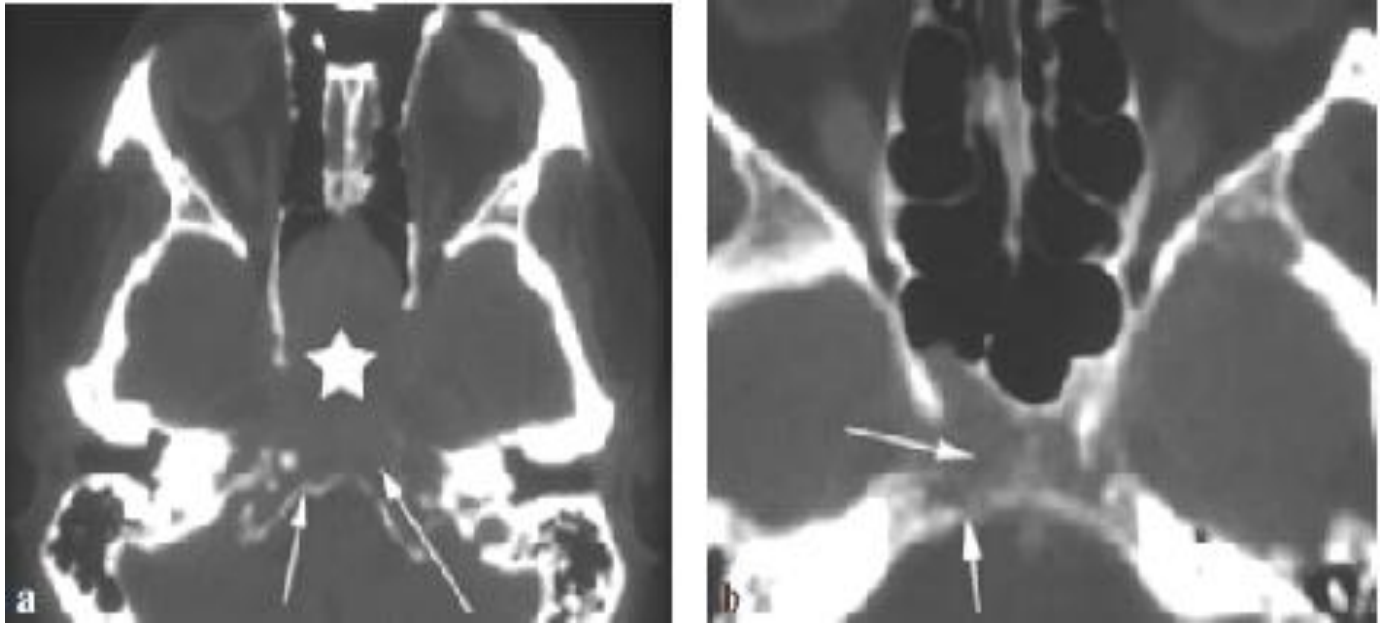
Plasmocytome malin : TDM cérébrale coupes axiales (a) Large lésion lytique touchant l'ensemble du corps du sphénoïde (étoile) étendue au clivus et l'arc antérieur de l'occipital (flèches). La masse tissulaire saille en avant. (b) Lésion plus limitée envahissant le corps du sphénoïde et érodant en arrière le clivus. [31]
